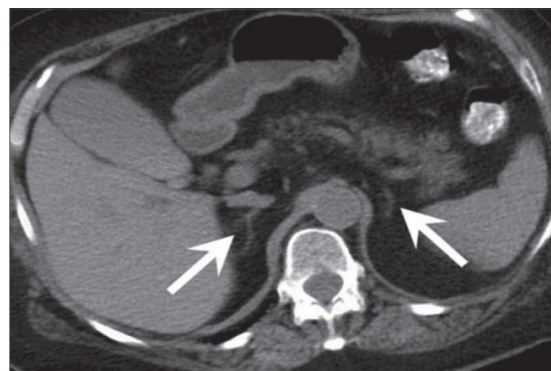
КТ брюшной полости
